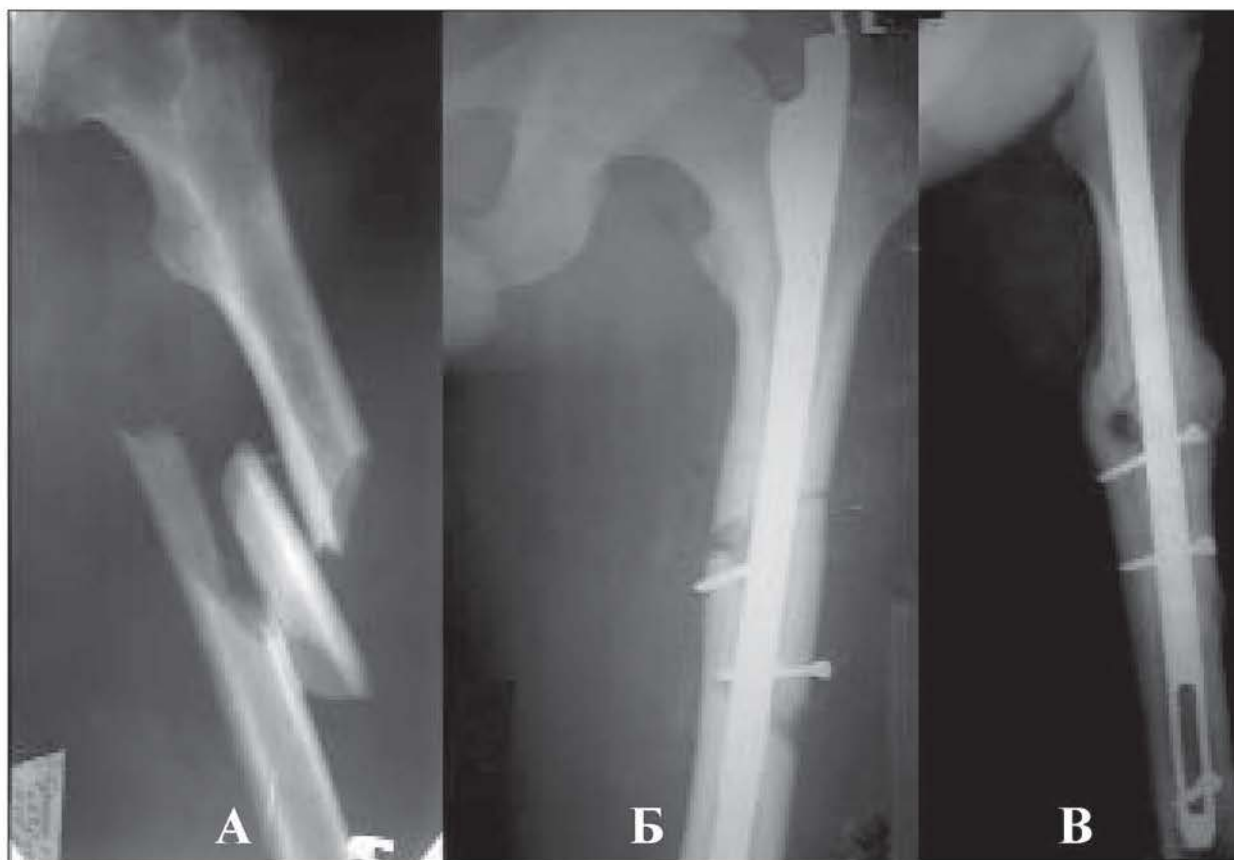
Рентгенограми лівої стегнової кістки хворого К.: А – первинний знімок після травми. Б – через три дні після операції; В – через три місяці після відкритого БІМПО КМПФ-3, динамічний варіант.
